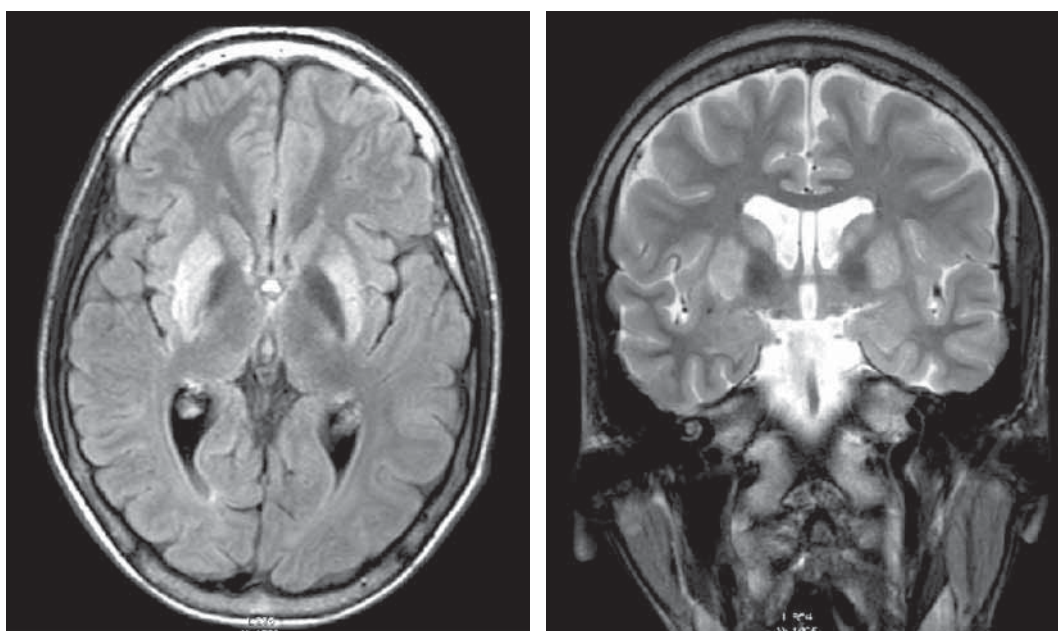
RMI cerebro, cortes axial FLAIR y coronal T2, persisten las anomalías descritas en la Figura 1.
